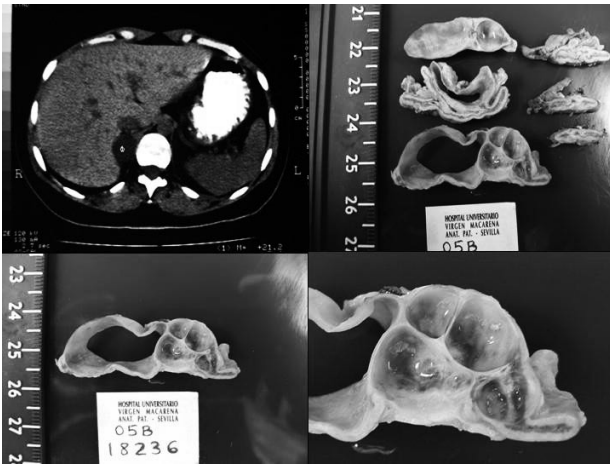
Linfangioma quístico adrenal. TAC e imagen macroscópica.
